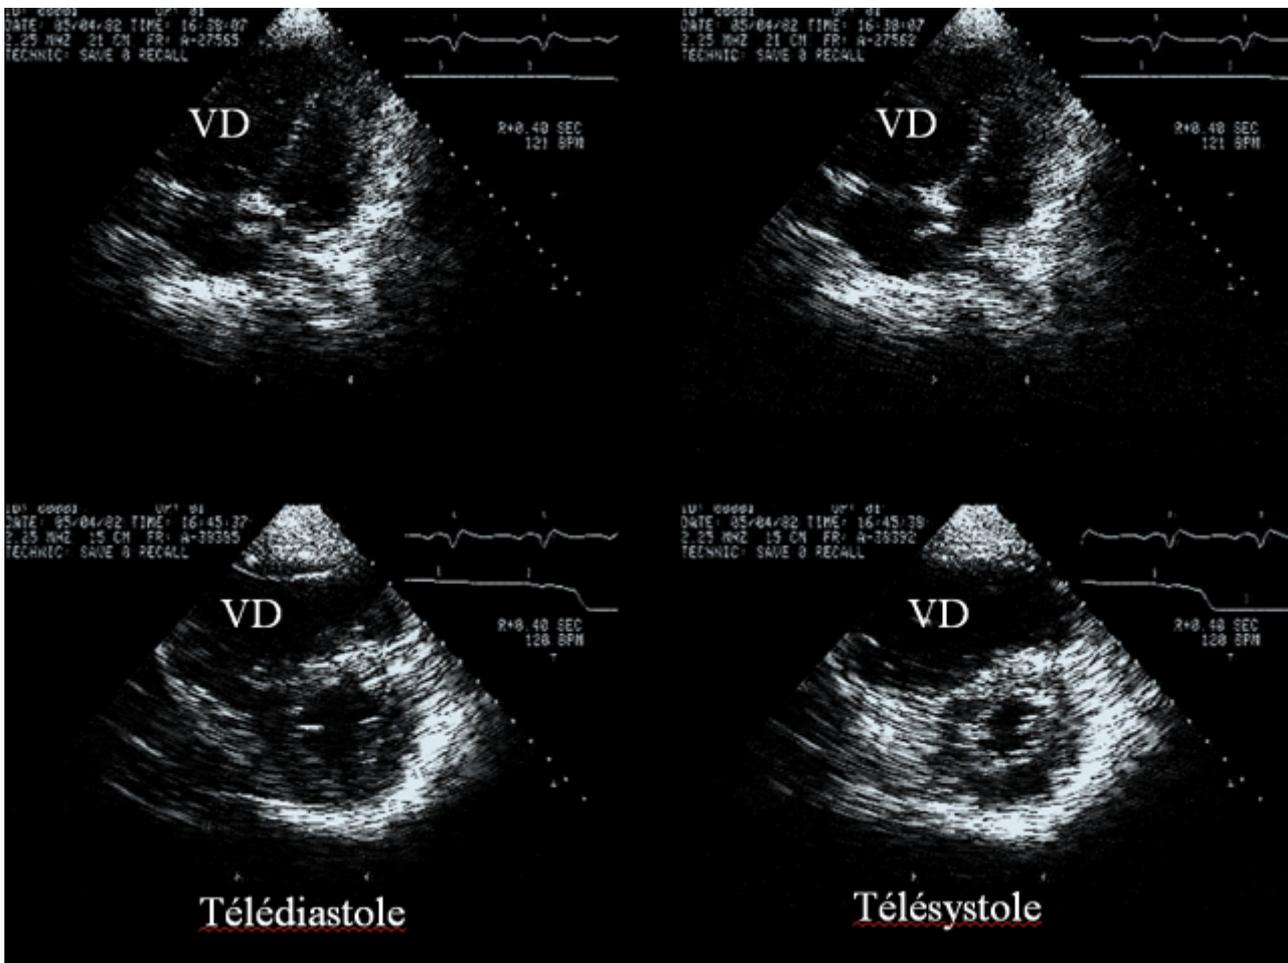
La déformation ventriculaire droite du cœur pulmonaire aigu. Chez une jeune patiente présentant un cœur pulmonaire aigu compliquant un syndrome de détresse respiratoire aiguë, la vue apicale quatre cavités, en haut, permet d'observer la dilatation ventriculaire droite (VD), qui s'accompagne d'un aspect arrondi de l'apex, aussi bien en fin de diastole qu'en fin de systole. La vue parasternale petit axe, en bas, montre la perte de l'aspect en croissant de la cavité VD, qui devient ovalaire. L'ensemble fait que le VD ressemble à un ventricule gauche : une rotation du capteur de 180° pourrait entraîner une confusion en grand axe, le ventricule droit apparaissant alors à droite de l'image, à la place du ventricule gauche. Dans certains pays (Russie par exemple), l'enregistrement est présenté à l'envers et cette confusion est possible. Pour s'y retrouver, ne jamais oublier que le plan de la tricuspide est toujours situé au dessus du plan de la mitrale.
